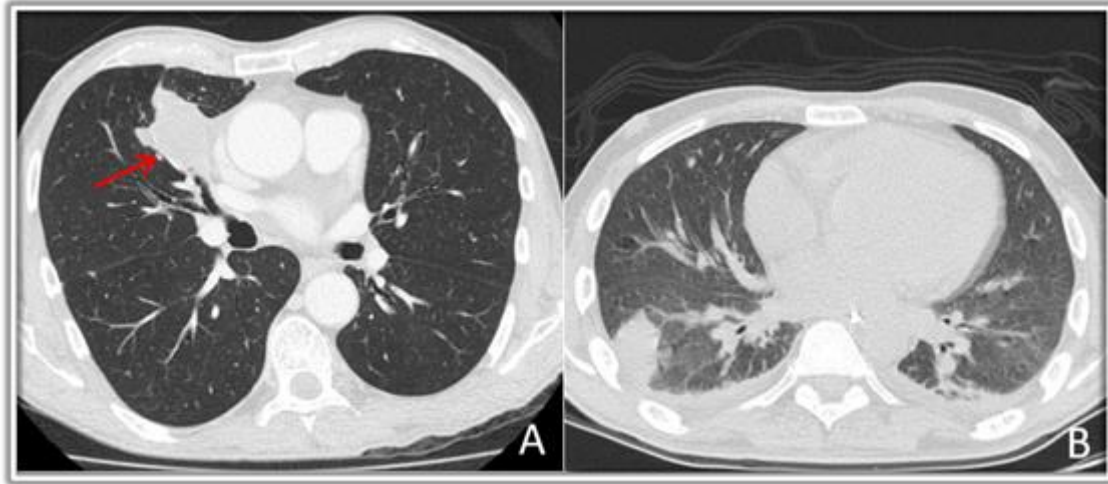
Pulmonary imaging findings of two cases. (A) Chest CT-scan of a 65-year old male patient with a mass lesion in the medial lobe. Lung biopsy confirmed *C. gattii* infection (arrow). (B) Chest CT-scan of a 41-year old HIV male patient, with a mass lesion in the inferior lobe and bilateral pleural effusion. Infection by *C.gattii* was confirmed in BAL.
